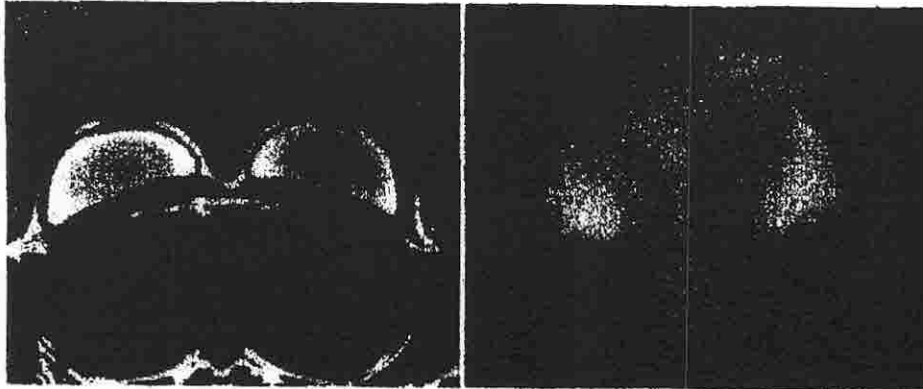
Right Baker grade II in the left breast and Baker grade III in the right with Siltex™ implants after 18 months. *Left* Magnetic resonance imaging confirms the clinical evaluation by the Baker grade
